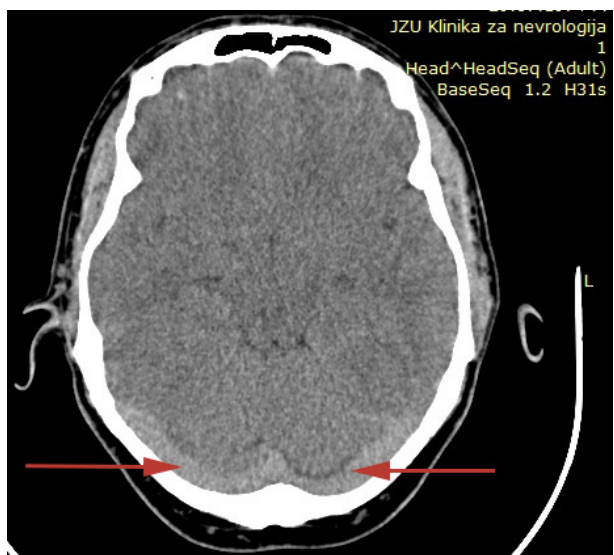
CT scan showing thrombosis of both transversal sinuses
